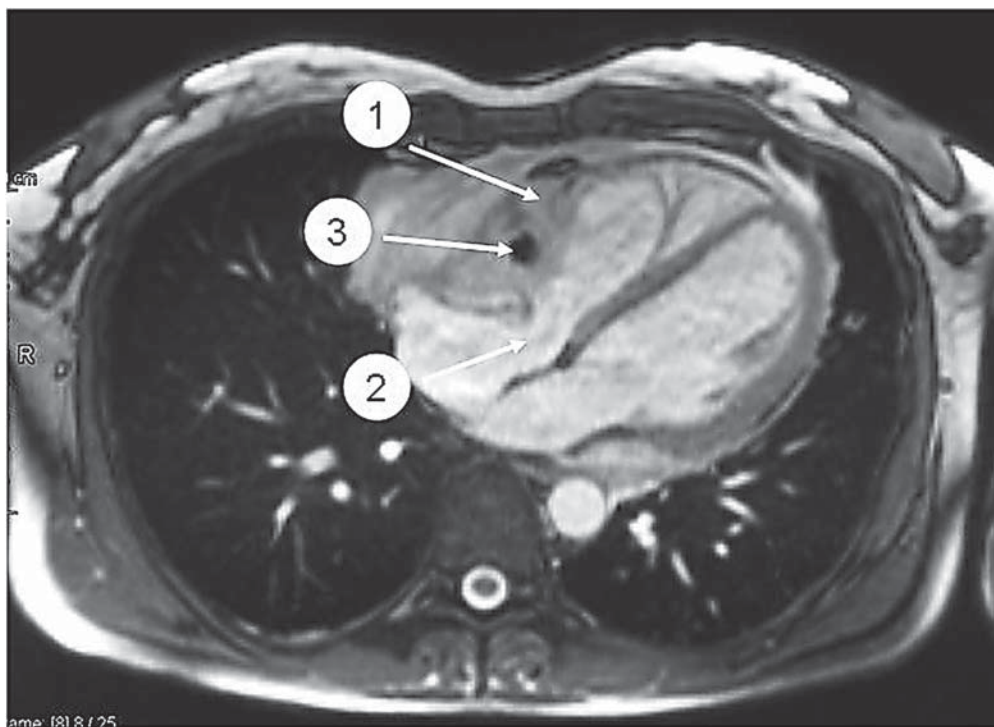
МРТ сердца: 1 — опухоль правого предсердия с инфильтрацией стенки правого желудочка; 2 — деформация кольца и сужение просвета трикуспидального клапана; 3 — просвет правой коронарной артерии, окруженной опухолью
